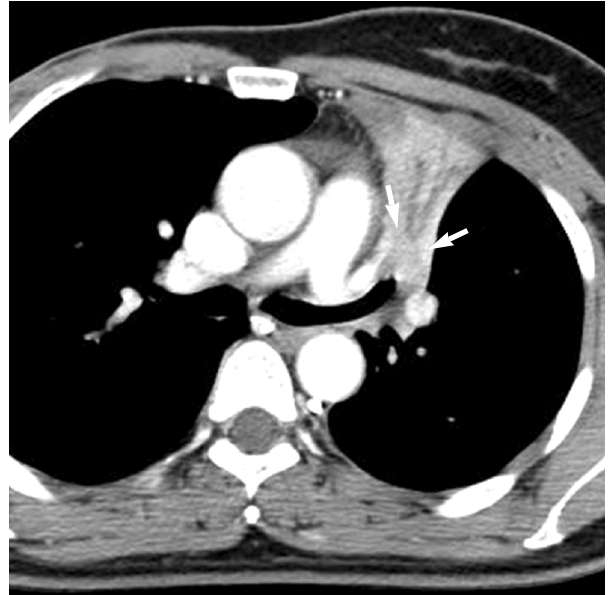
A contrast medium-enhanced computed tomography scan demonstrates a space occupying lesion (arrows) in left upper lobar bronchus and resultant atelectasis of left upper lobe.
